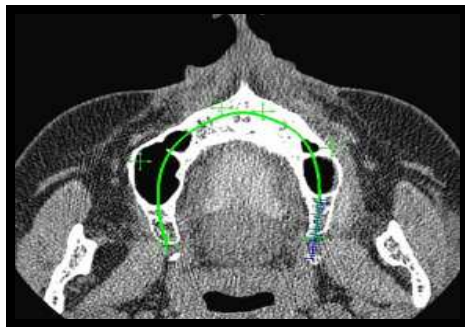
Le guide radiographique en 3D*
